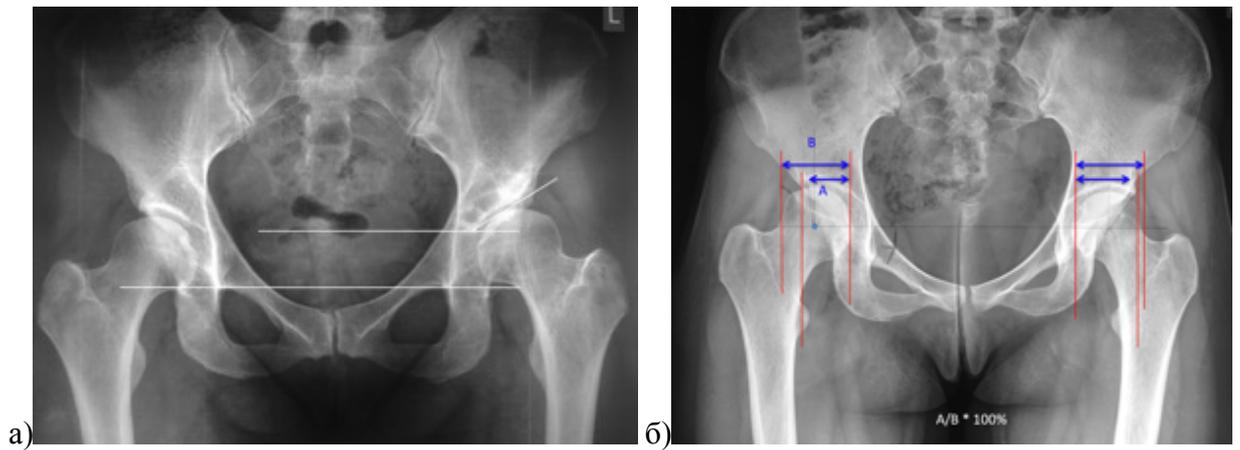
Расчет количественных показателей на обзорной рентгенограмме таза:
